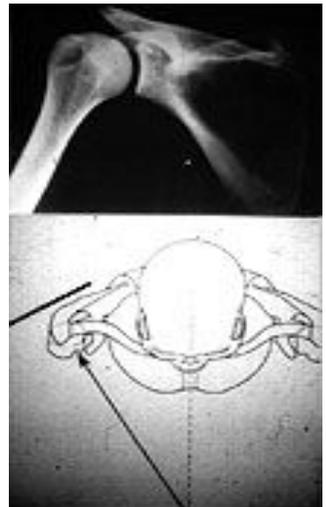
radiographie de l'épaule de face en double obliquité.
